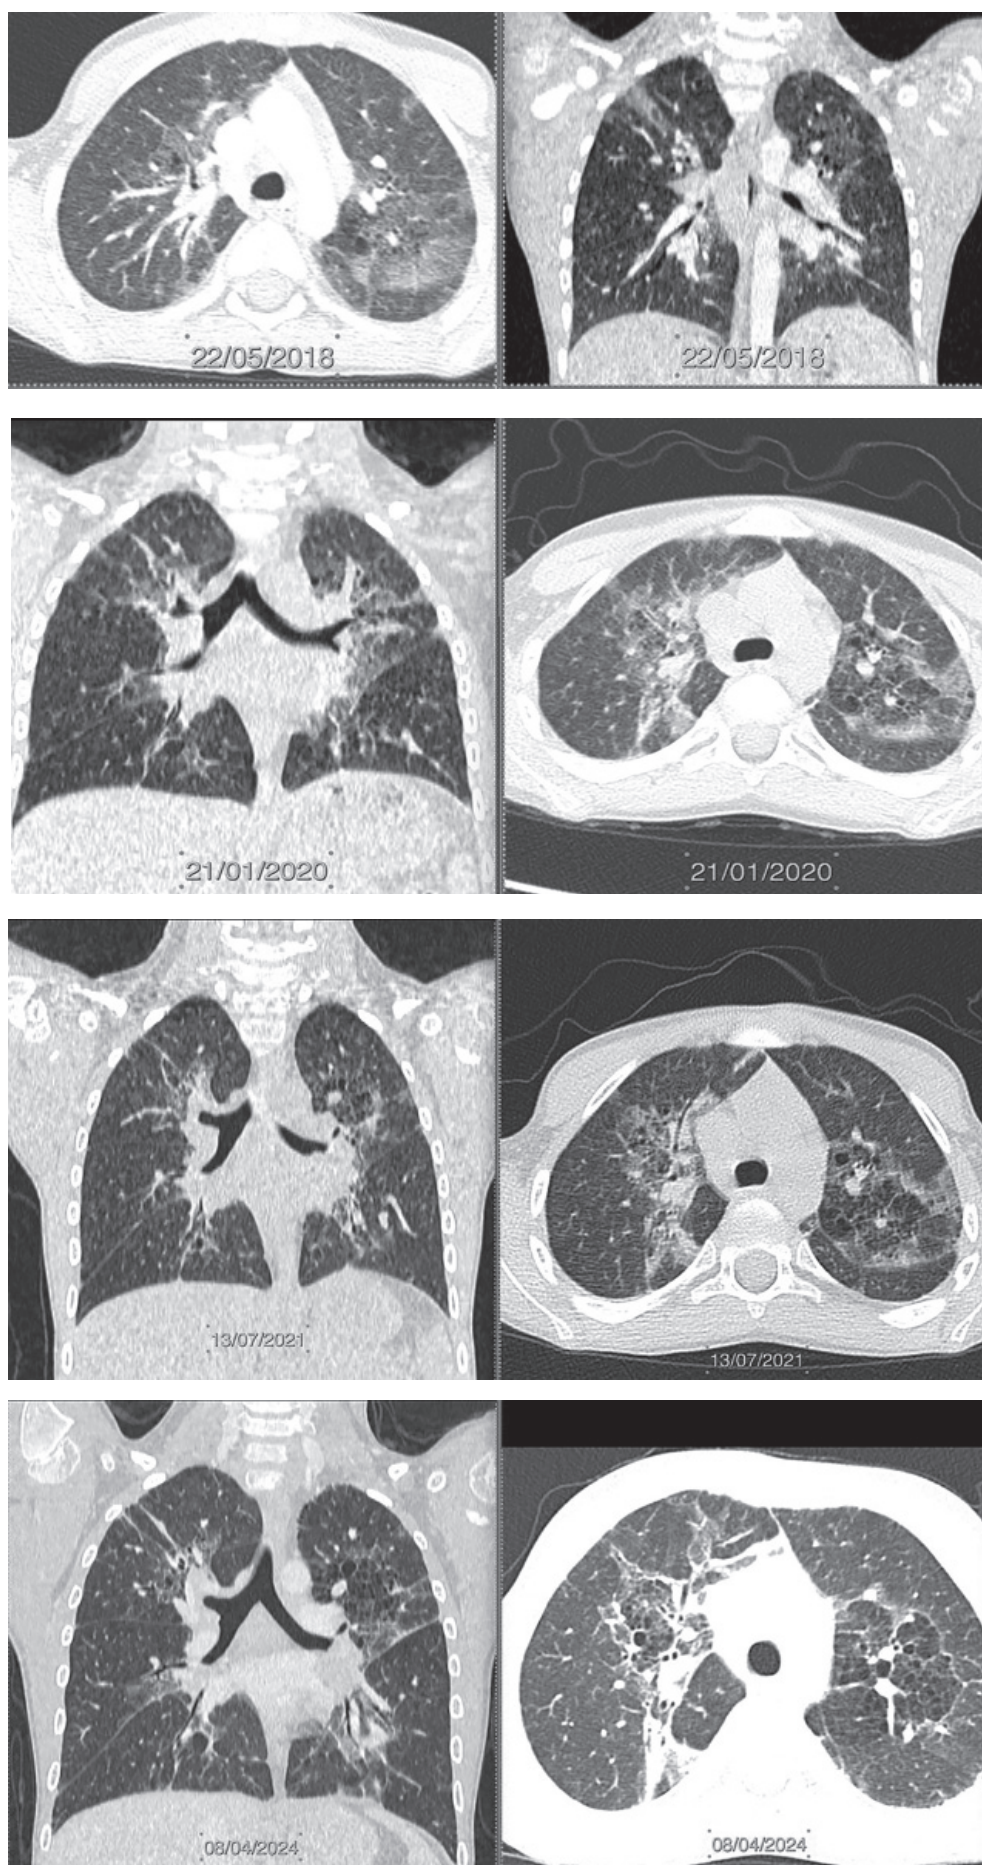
Динаміка змін з боку легень за даними КТ у дитини С.
